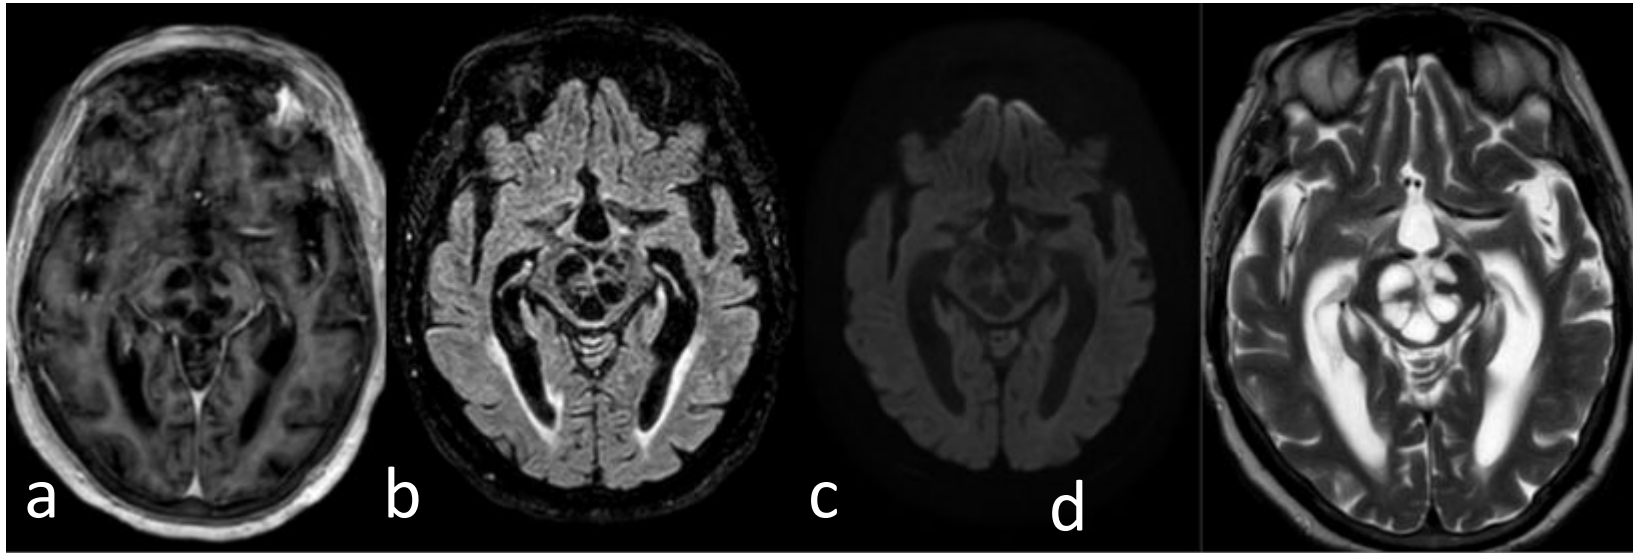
Adquisiciones axiales en secuencias T1+gad, FLAIR, DWI y T2. Múltiples EVR dilatados en mesencéfalo, que condiciona efecto masa sobre el acueducto de Silvio y dilatación retrógrada del sistema ventricular. No hay hiperintensidad de señal en la periferia de las lesiones quísticas (b), sí que apreciamos hiperintensidad de señal en la periferia del sistema ventricular (b) en relación con reabsorción transependimaria.
